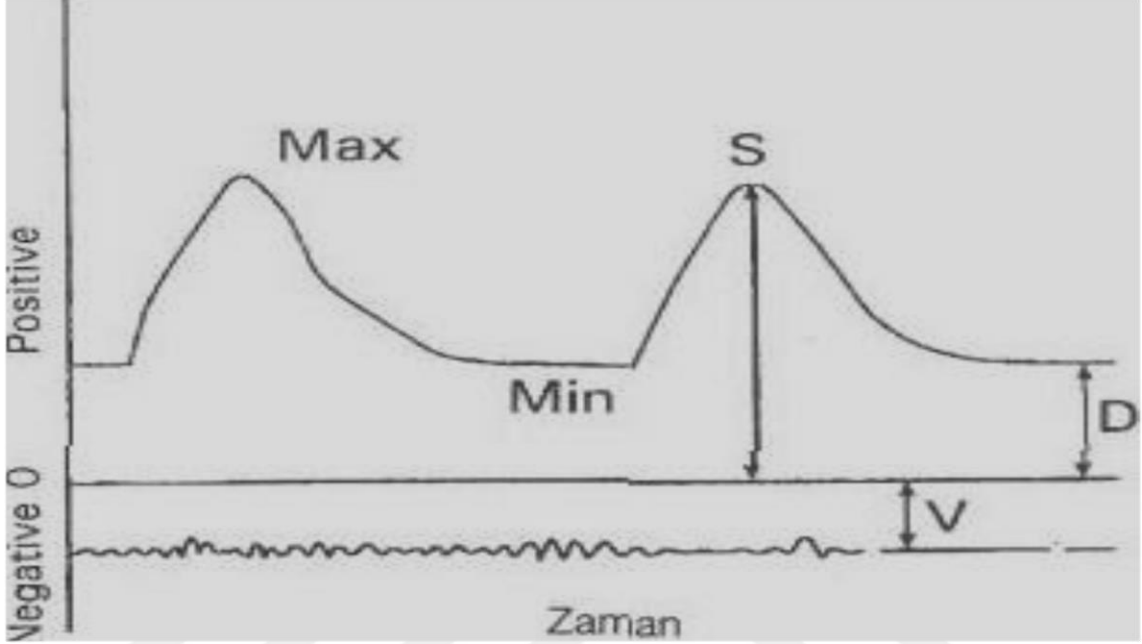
Doppler spektrumunda akım hızı dalga şeklinin değerlendirilmesi.
